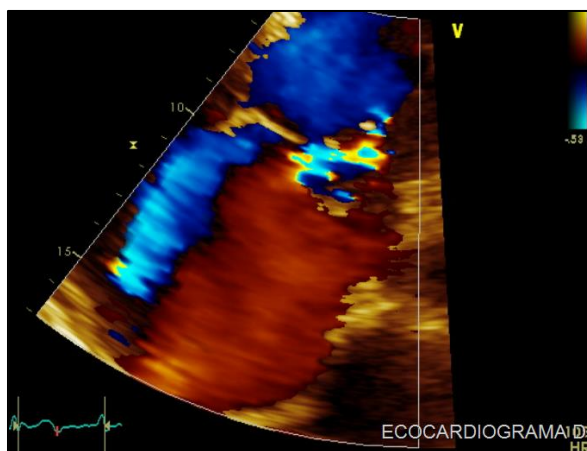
Ecocardiograma Doppler Transtorácico que demuestra jet de regurgitación mitral severo.*
